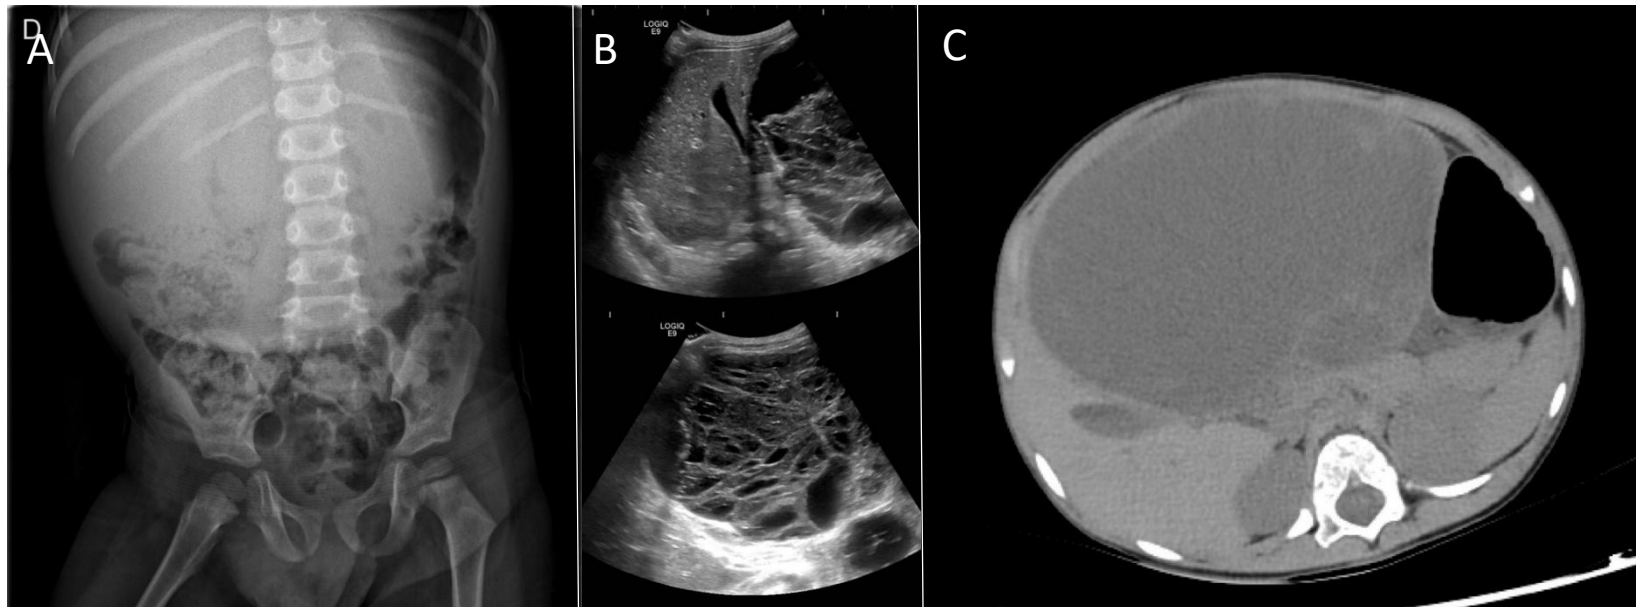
Radiografía (14A) que muestra un importante efecto de masa sobre las asas intestinales. Ecografía (14B) con gran masa multiquística en relación con el lóbulo hepático izquierdo. TC sin contraste (14C) con gran masa quística septada que condiciona desplazamiento de estructuras abdominales
